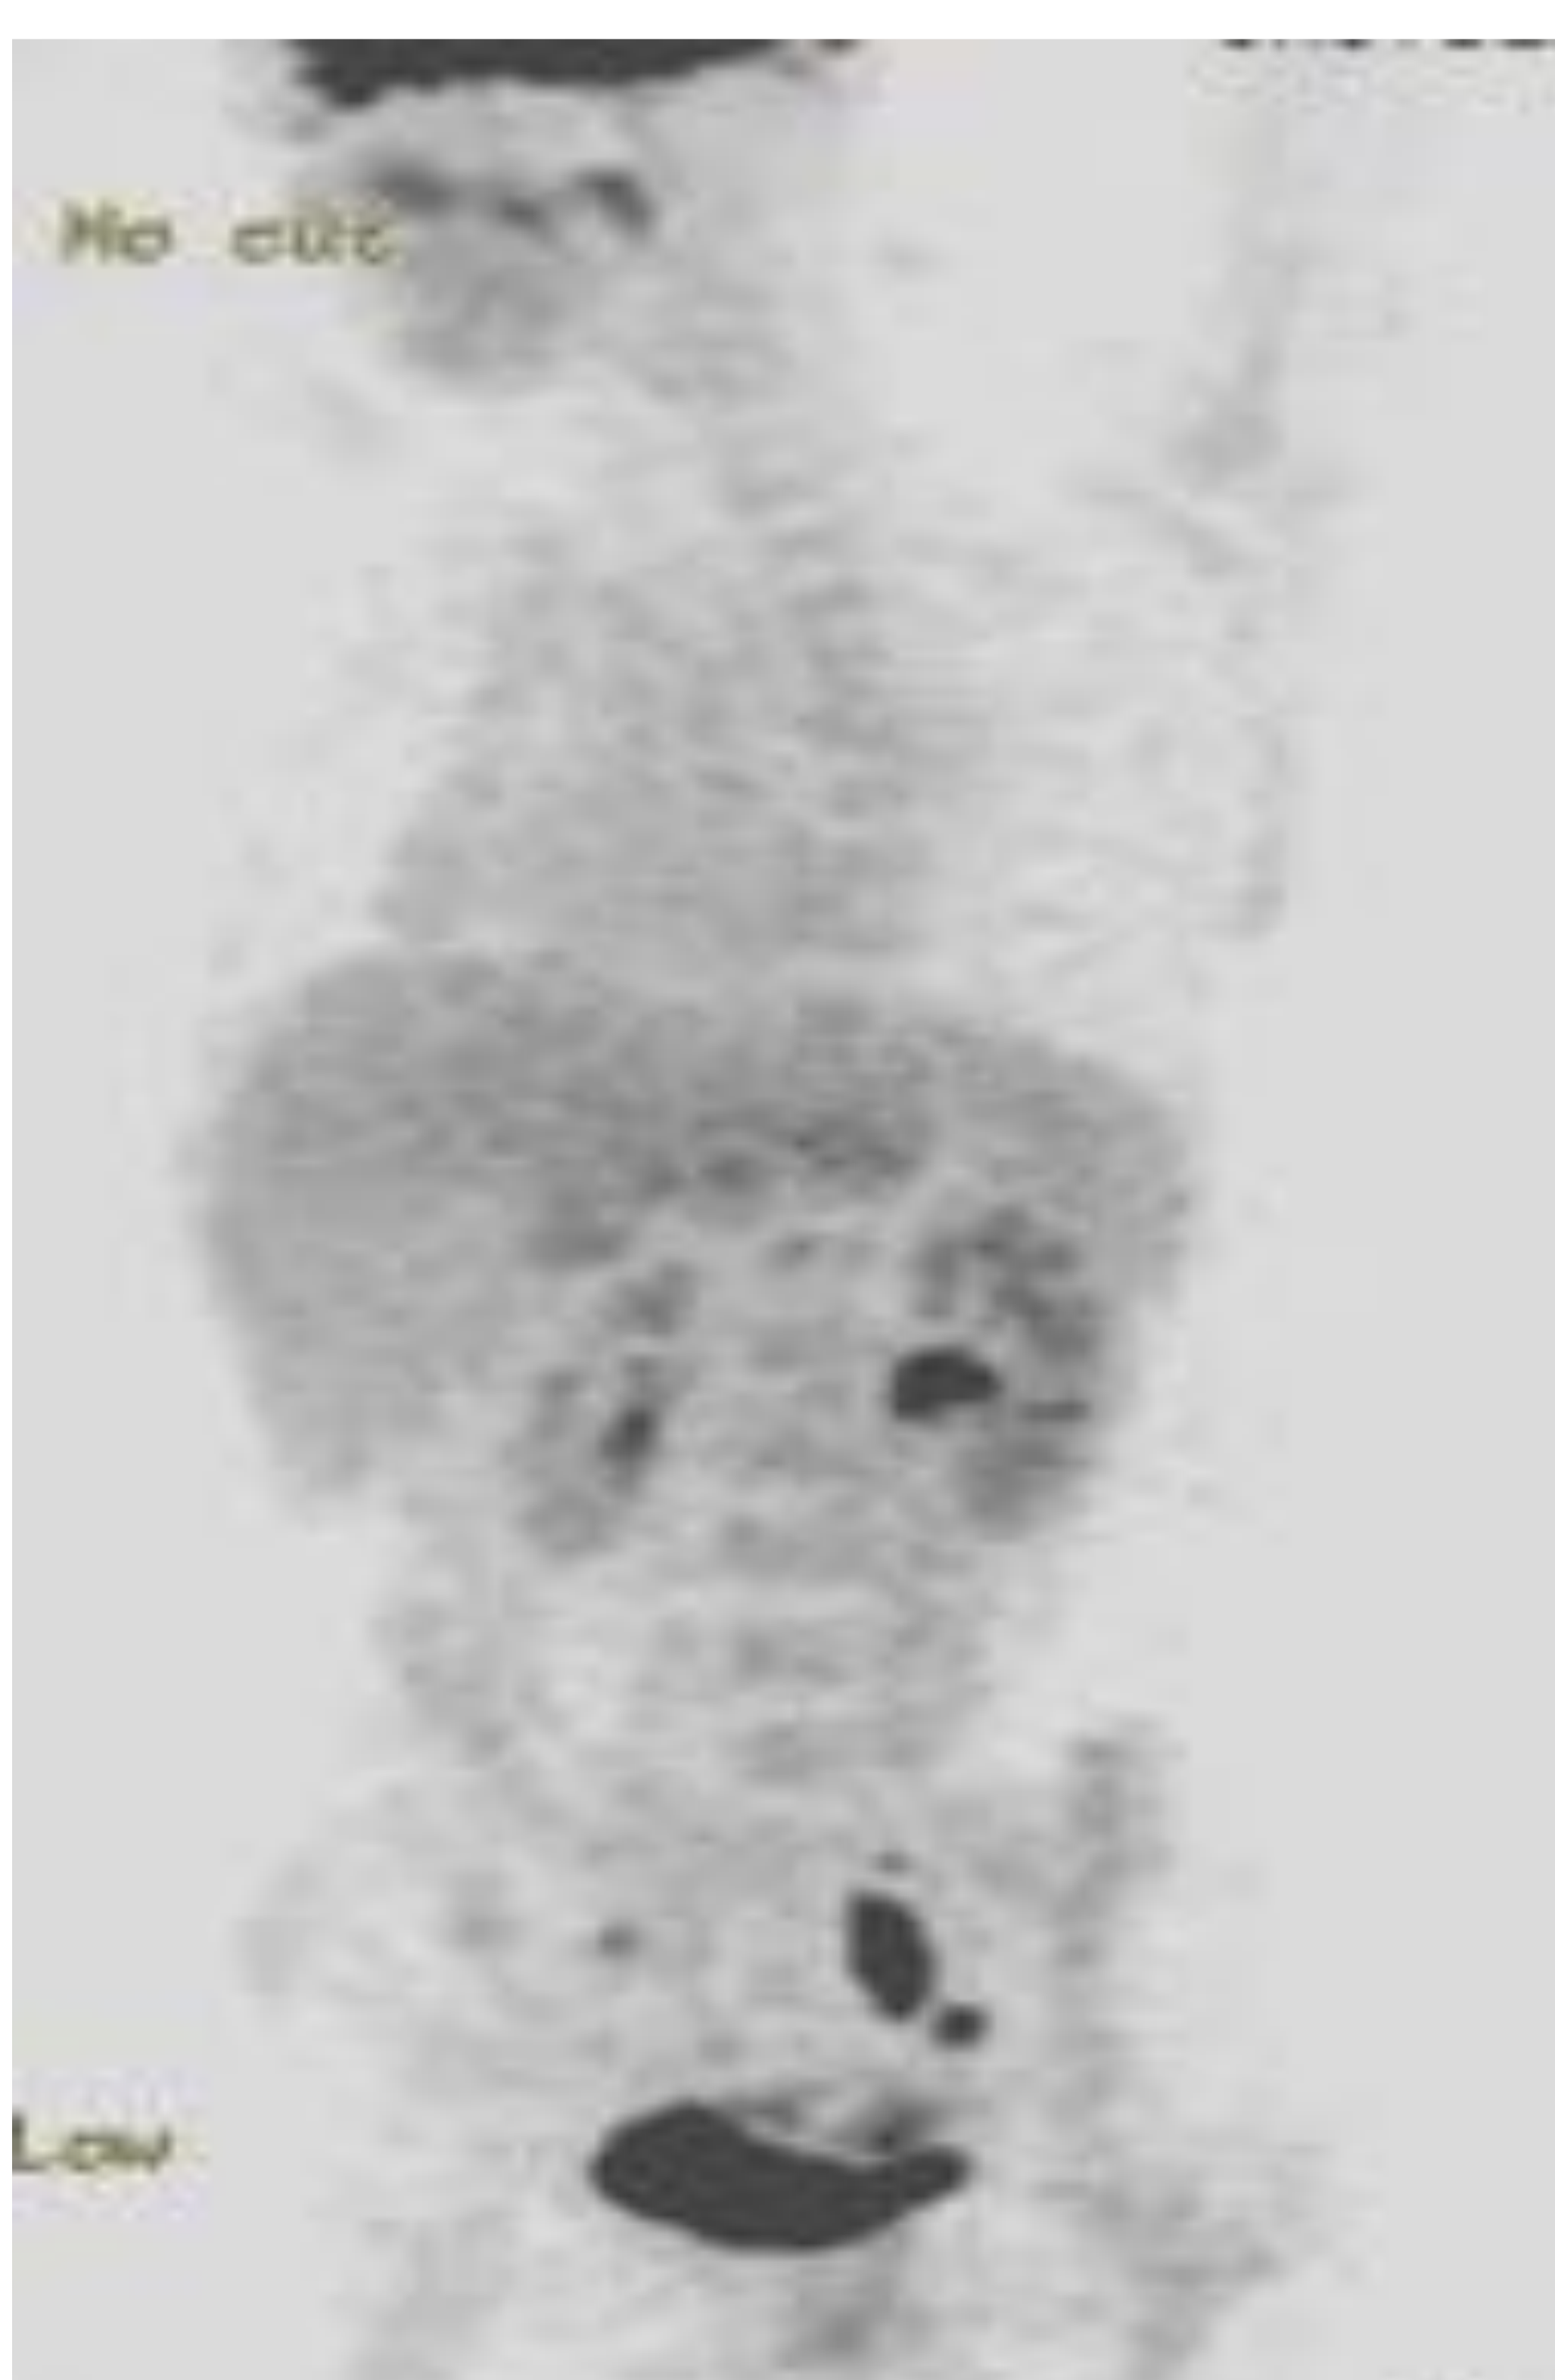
Imagen de PET. Reconstrucción volumétrica en plano coronal. Se observa masa hipercaptante de 18-FDG en área del cuello uterino asociada a múltiples captaciones adenopáticas en cadenas pélvicas, preferentemente en territorio iliaco izquierdo compatibles con afectación metastásica. (Imagen cortesía del Servicio de Medicina Nuclear del Hospital de Cruces, Barakaldo)
